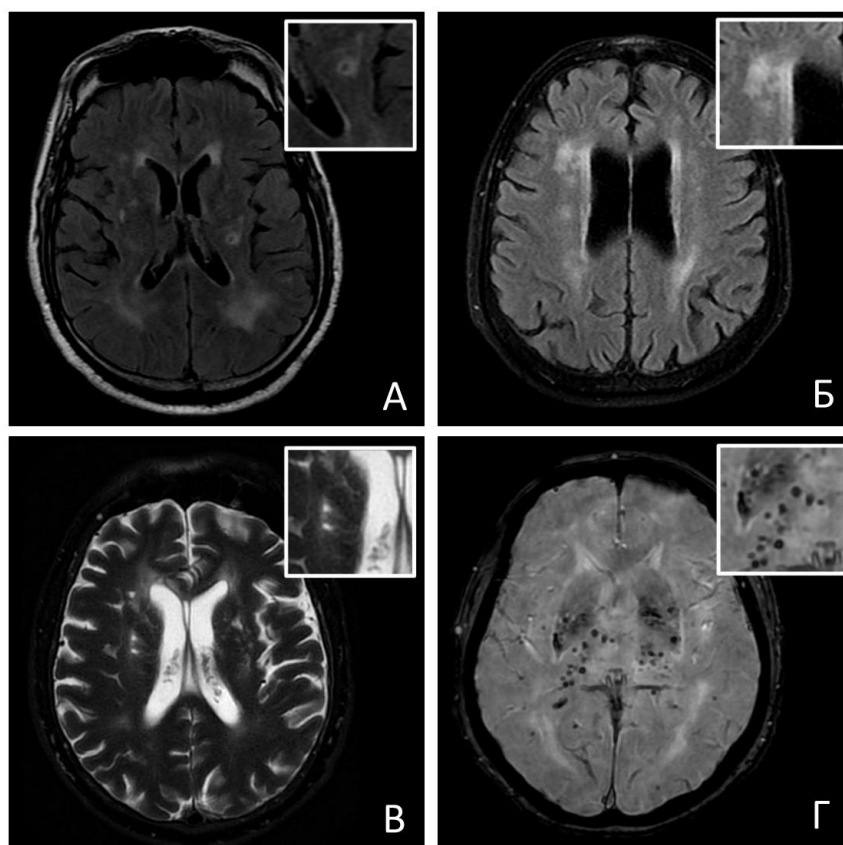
Нейровизуализационные маркеры церебральной болезни мелких сосудов. а – лакуна (T2 FLAIR), б – гиперинтенсивность белого вещества (T2 FLAIR), в – расширенные глубокие периваскулярные пространства (T2), г – глубокие церебральные микрокровоизлияния (SWAN).
